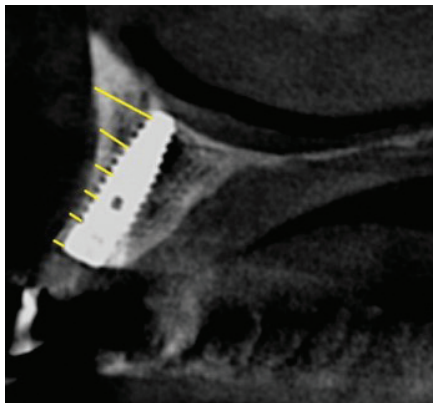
sagittal CBCT section of the upper jaw showing 6 points for measuring the horizontal dimension
